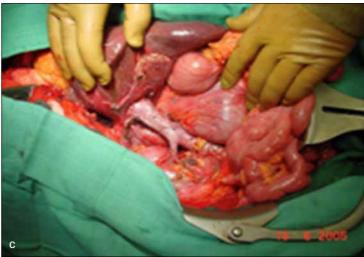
Images relevant for case 2: a: CT scan: Tumor infiltration of the VCI up to the right atrium (blue arrow); b: Extirpated tumor thrombus from IVC as exsitu sopecimen; c: Intraoperative situs: Lateral venorrhaphy of IVC after cavotomy for removal of tumor thrombus
